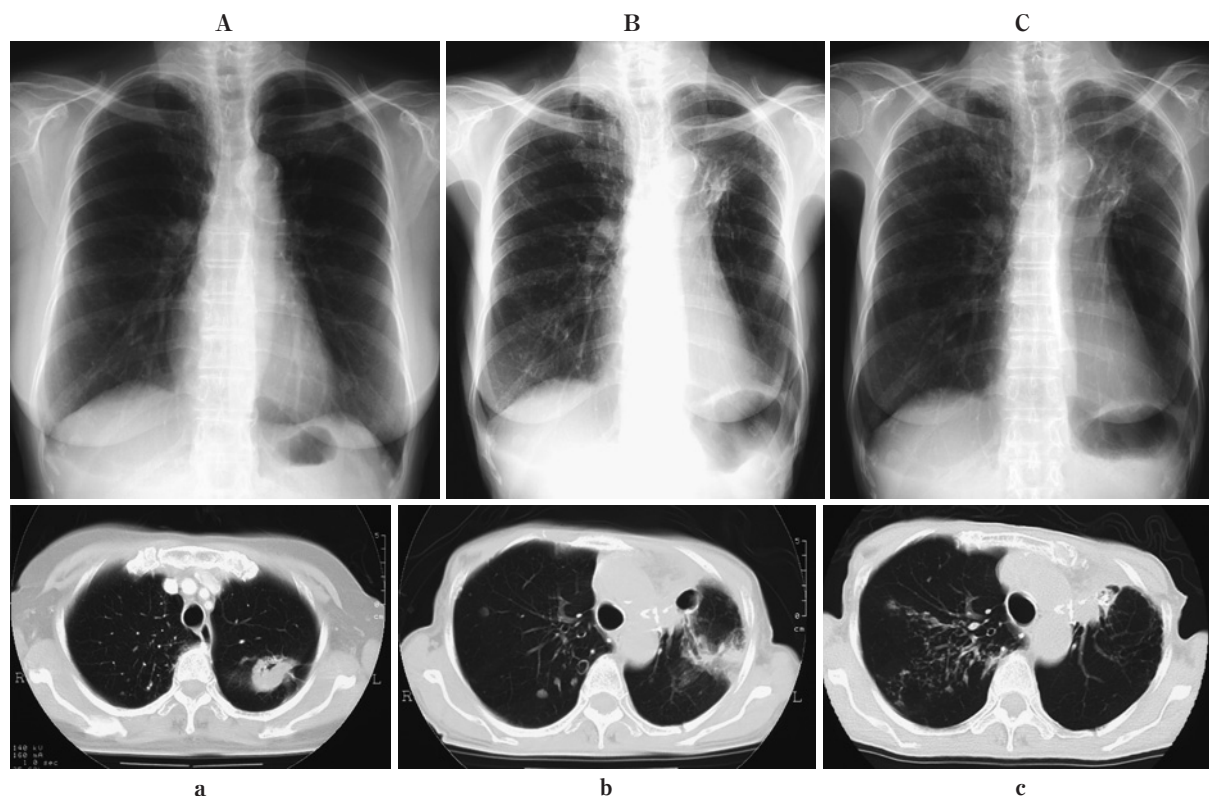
A case of pulmonary tuberculosis. A plain X-ray film (A) and CT (a) taken just before the resection of lung cancer (adenocarcinoma) located in the left upper lobe. A plain X-ray film (B) and CT (b) 1 year after resection of the left upper lobe. There were brain metastases (not shown) and pulmonary metastases in the right upper lobe. Corticosteroid administration and radiotherapy of the brain metastases were performed, accompanied by gefitinib treatment. A plain X-ray film (C) and CT (c) 2 years after resection of the left upper lobe. The pulmonary metastases were well controlled by gefitinib, but new lesions, which were confirmed to be pulmonary tuberculosis by bronchoscopy, were superimposed on the metastases. The negative conversion of bacilli was obtained after treatment for tuberculosis.
